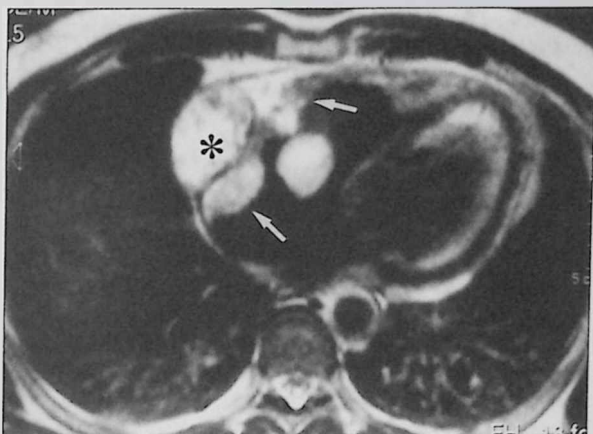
RMN. Corte axial en T1 que muestra una masa de partes blandas en relación con la pared anterior de la AD (flechas), que presenta un componente intracavitario y otro intrapericárdico. Por delante de ella se observa una imagen nodular bien definida de 3 cm. de diámetro (asterisco), separada de la lesión previa por una pared delgada.
